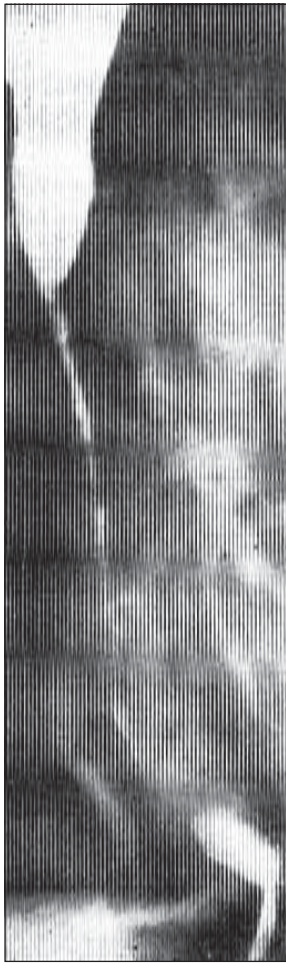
Післяопікове звуження стравоходу і лікоподібна форма стінок над звуженням. Рентгенограма.
